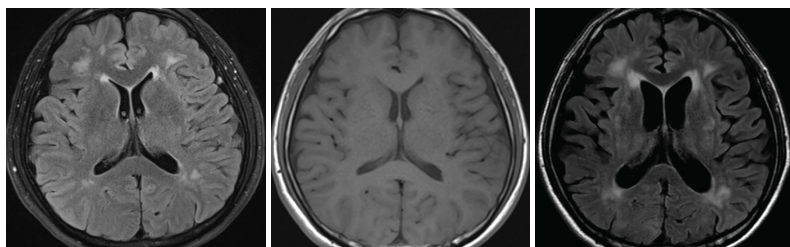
Слева: МРТ-снимок головного мозга (T2 FLAIR) от 02.07.2013 (до болезни); в центре: МРТ-снимок головного мозга (T1) от 11.03.2015 (на четвертый день после развития нарушения); справа: МРТ-снимок головного мозга (T2 FLAIR) от 01.05.2015 (на 55-й день после развития нарушения); видны признаки атрофии головного мозга
